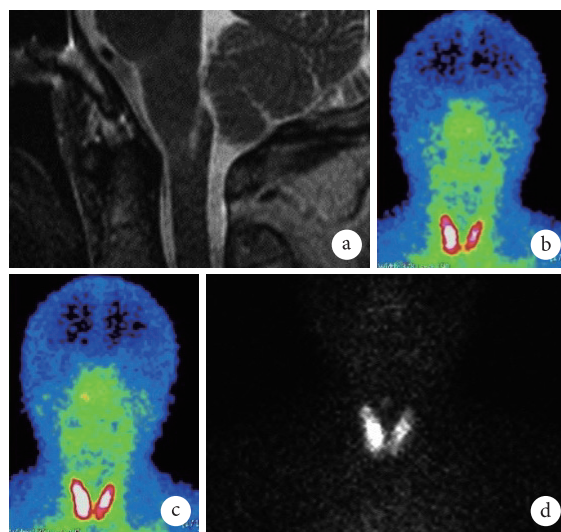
患者术前影像学图片 a. 颈椎三维重建增强 MRI; b ~ d. SPECT 唾液腺扫描
